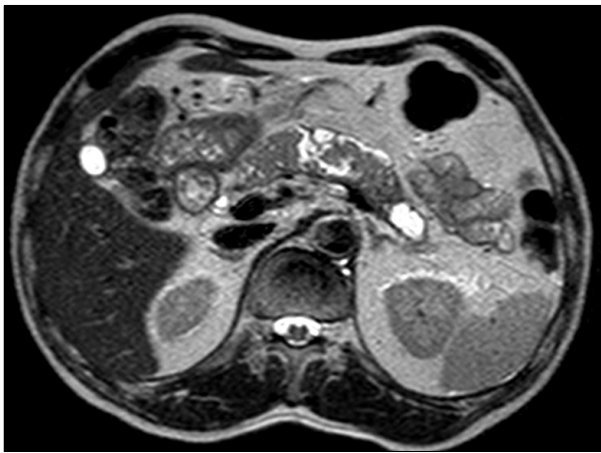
MRI shows marked dilatation of main pancreatic duct from ampullary portion to body with massive intraductal solid mass.
